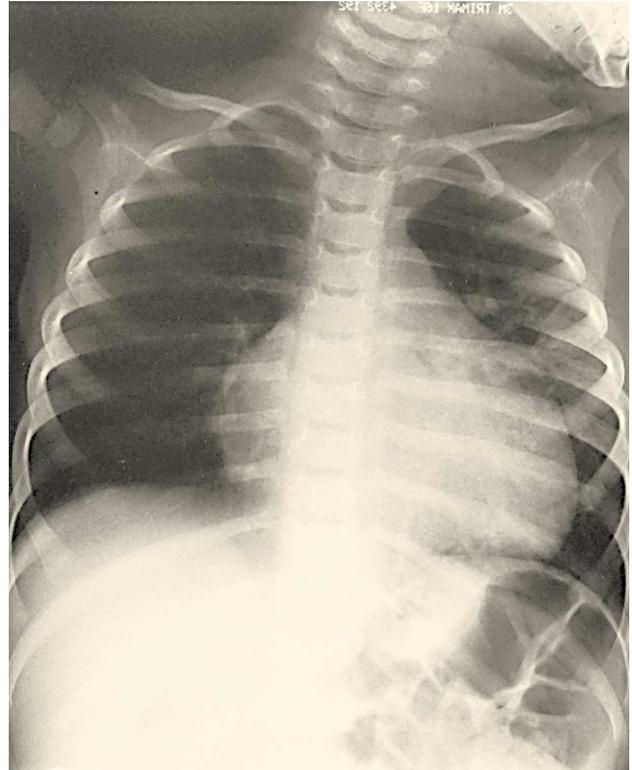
Radiografía anteroposterior de tórax en la que se observan cardiomegalia (++) y arco pulmonar prominente.
